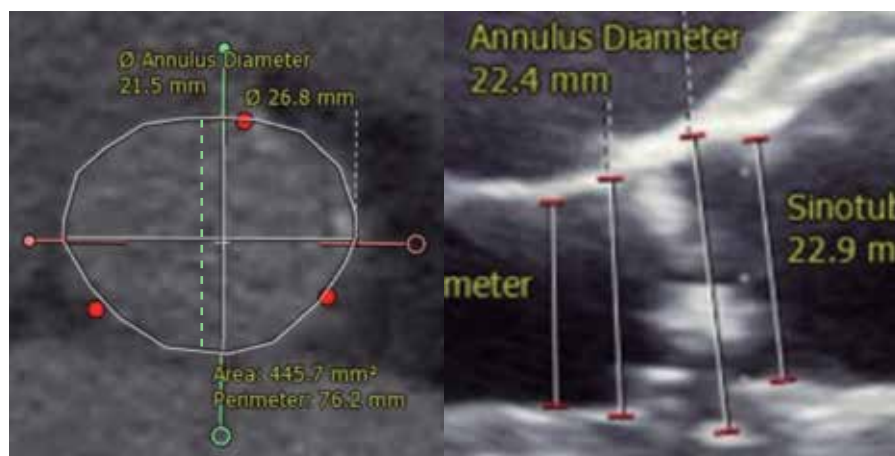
Diferencia entre la valoración del diámetro del anillo aórtico en un mismo paciente con Ecocardiograma Transesofágico (ETE) (22.4 mm.) y Angiotomografía (26.8 mmx21.5 mm). El ETE subestima al “observar” un solo plano (línea verde).
